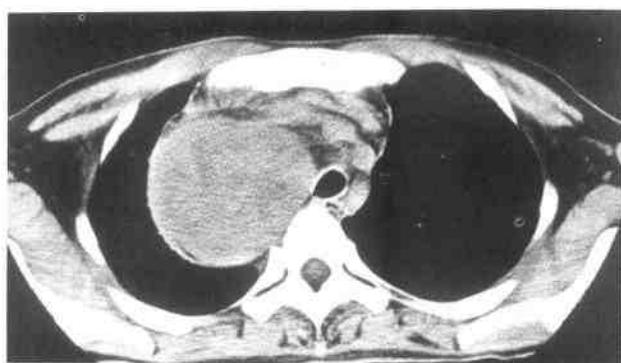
巨大淋巴结增生症 CT 纵隔窗示肿块边缘光整，密度欠均匀，与图 19-1 A、B 同一病例
